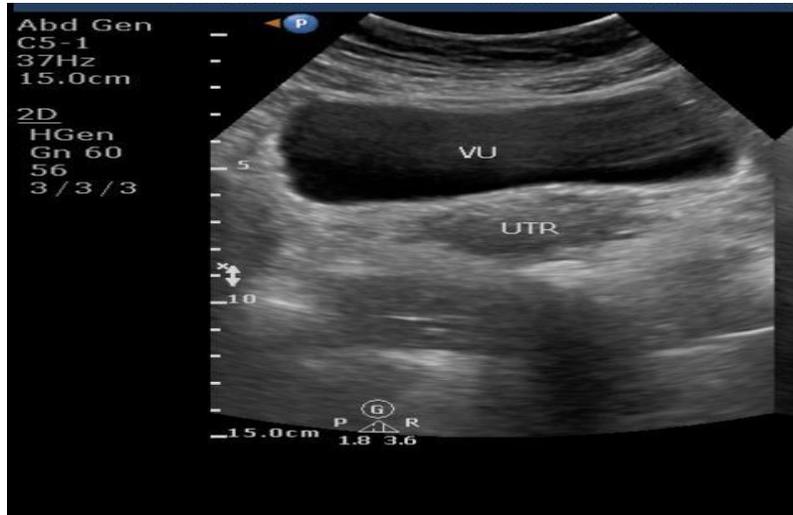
Teknik *scanning* USG panggul
